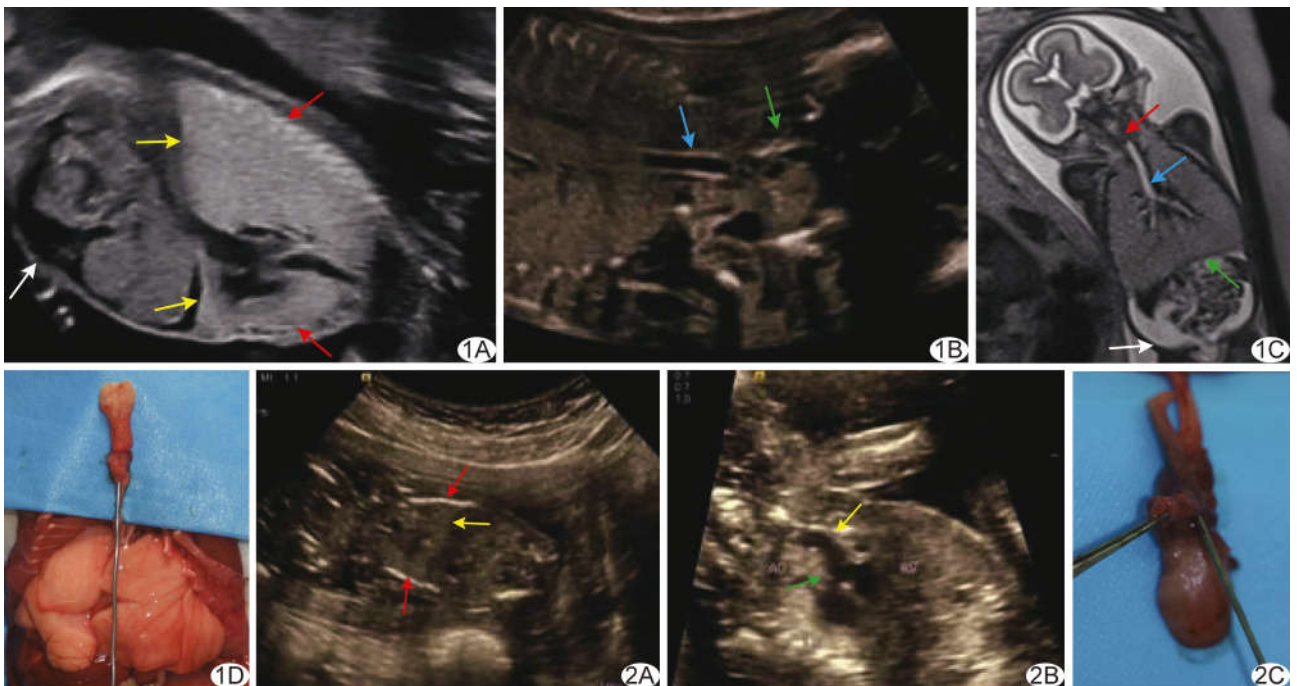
孕 22<sup>+5</sup>周 CHAOS 胎儿,喉闭锁 A、B. 产前超声声像图示胎儿双肺回声增强(红箭),喉部见实变回声(绿箭),气管扩张(蓝箭),膈肌下移变平(黄箭),伴腹腔积液(白箭); C. 产前 MRI 示胎儿喉部信号减低(红箭),气管及支气管扩张(蓝箭),膈肌下移变平,腹腔积液(白箭); D. 引产后尸检探针无法通过喉管,双肺水肿增大 图 2 孕 16<sup>+6</sup>周 CHAOS 胎儿,喉闭锁并气管食管瘘,因心脏畸形引产 A、B. 产前超声声像图示胎儿肺部回声(红箭)及膈肌方向(黄箭)正常,心内膜垫缺损(绿箭),永存动脉干(黄箭),未见腹腔积液; C. 引产后尸检图示喉闭锁并气管食管瘘 (AO:主动脉;RV:右心室)
